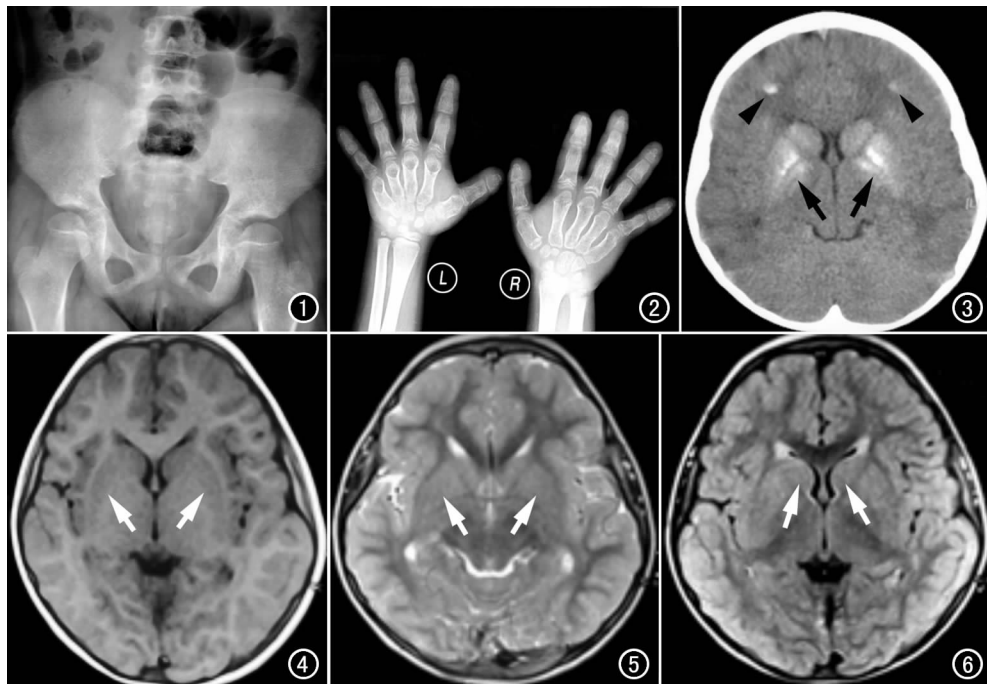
骨盆正位片示骨盆诸骨骨质疏松。图 2 手腕正位片示双手诸骨发育短小, 骨质疏松。图 3 颅脑 CT 平扫示双侧基底核区多发, 对称性的“外八字型”钙化 (箭), 双侧额叶深部白质的散在钙化 (箭头)。图 4 T₁WI 示双侧基底节区呈稍低信号 (箭)。图 5 T₂WI 示双侧基底节区呈稍高信号 (箭)。图 6 FLAIR 示双侧尾状核呈稍高信号 (箭)。
